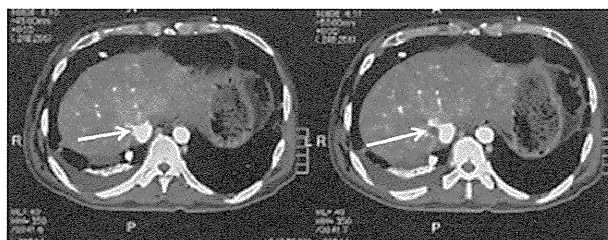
The postoperative enhanced CT showed the newly created IVC (arrow) which connected to the intrahepatic veins.
